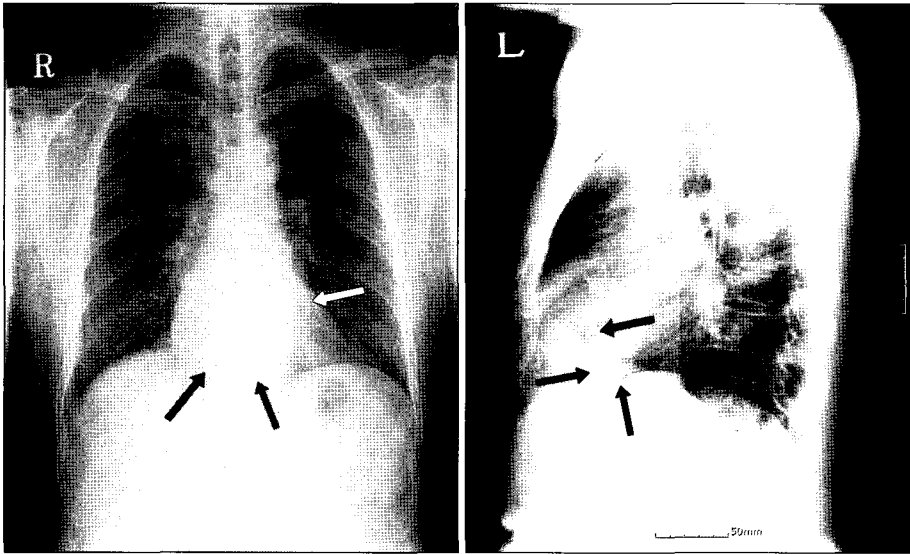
Preoperative chest X-ray showed pericardial calcification.
